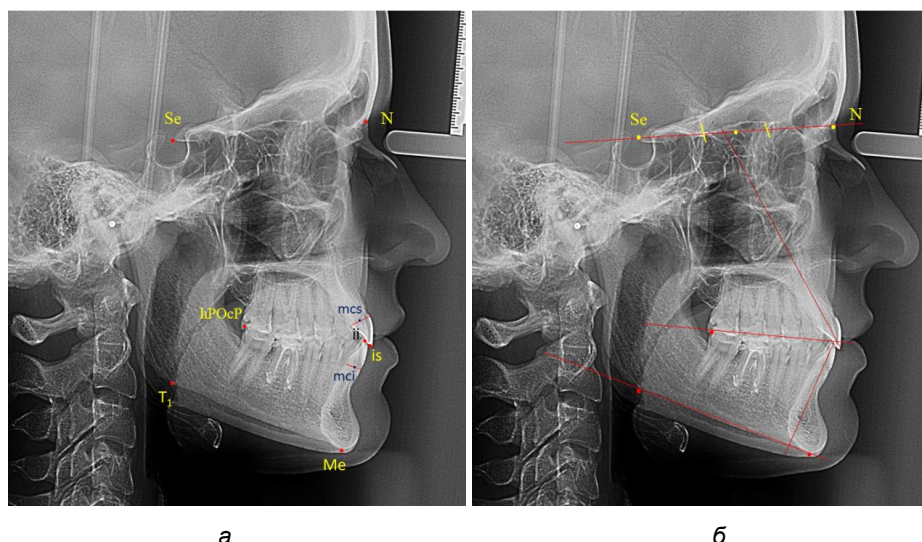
Расположение точек (а) и линий (б) для исследования резцов на боковой телерентгенограмме
